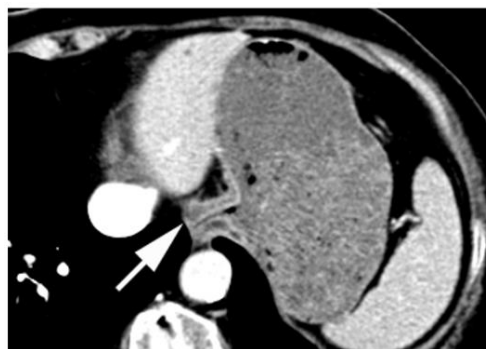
Компьютерная томограмма с внутривенным контрастированием. Двухслойность контрастирования кардии и субкардии (большая стрелка), однослойность контрастирования стенки желудка (малая стрелка).
